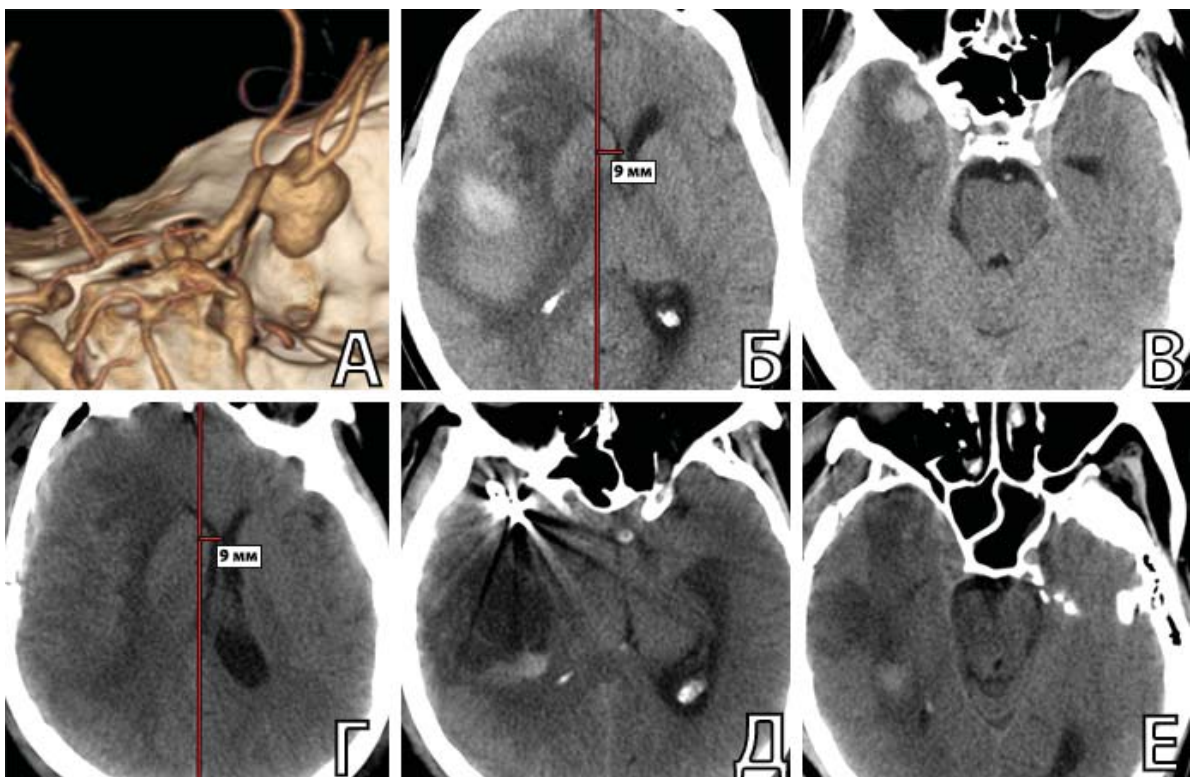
Пациент В-ов, 49 л., 17 сутки САК. А. КТА до операции: определяется КА СМА справа; Б. КТ до операции: ЛД – 9 мм; В. КТ до операции: охватывающая цистерна не сдавлена; Г. КТ п/о: ЛД осталась в пределах 9 мм; Д. КТ п/о: ВМГ удалена; Е. компрессия охватывающей цистерны не выросла
